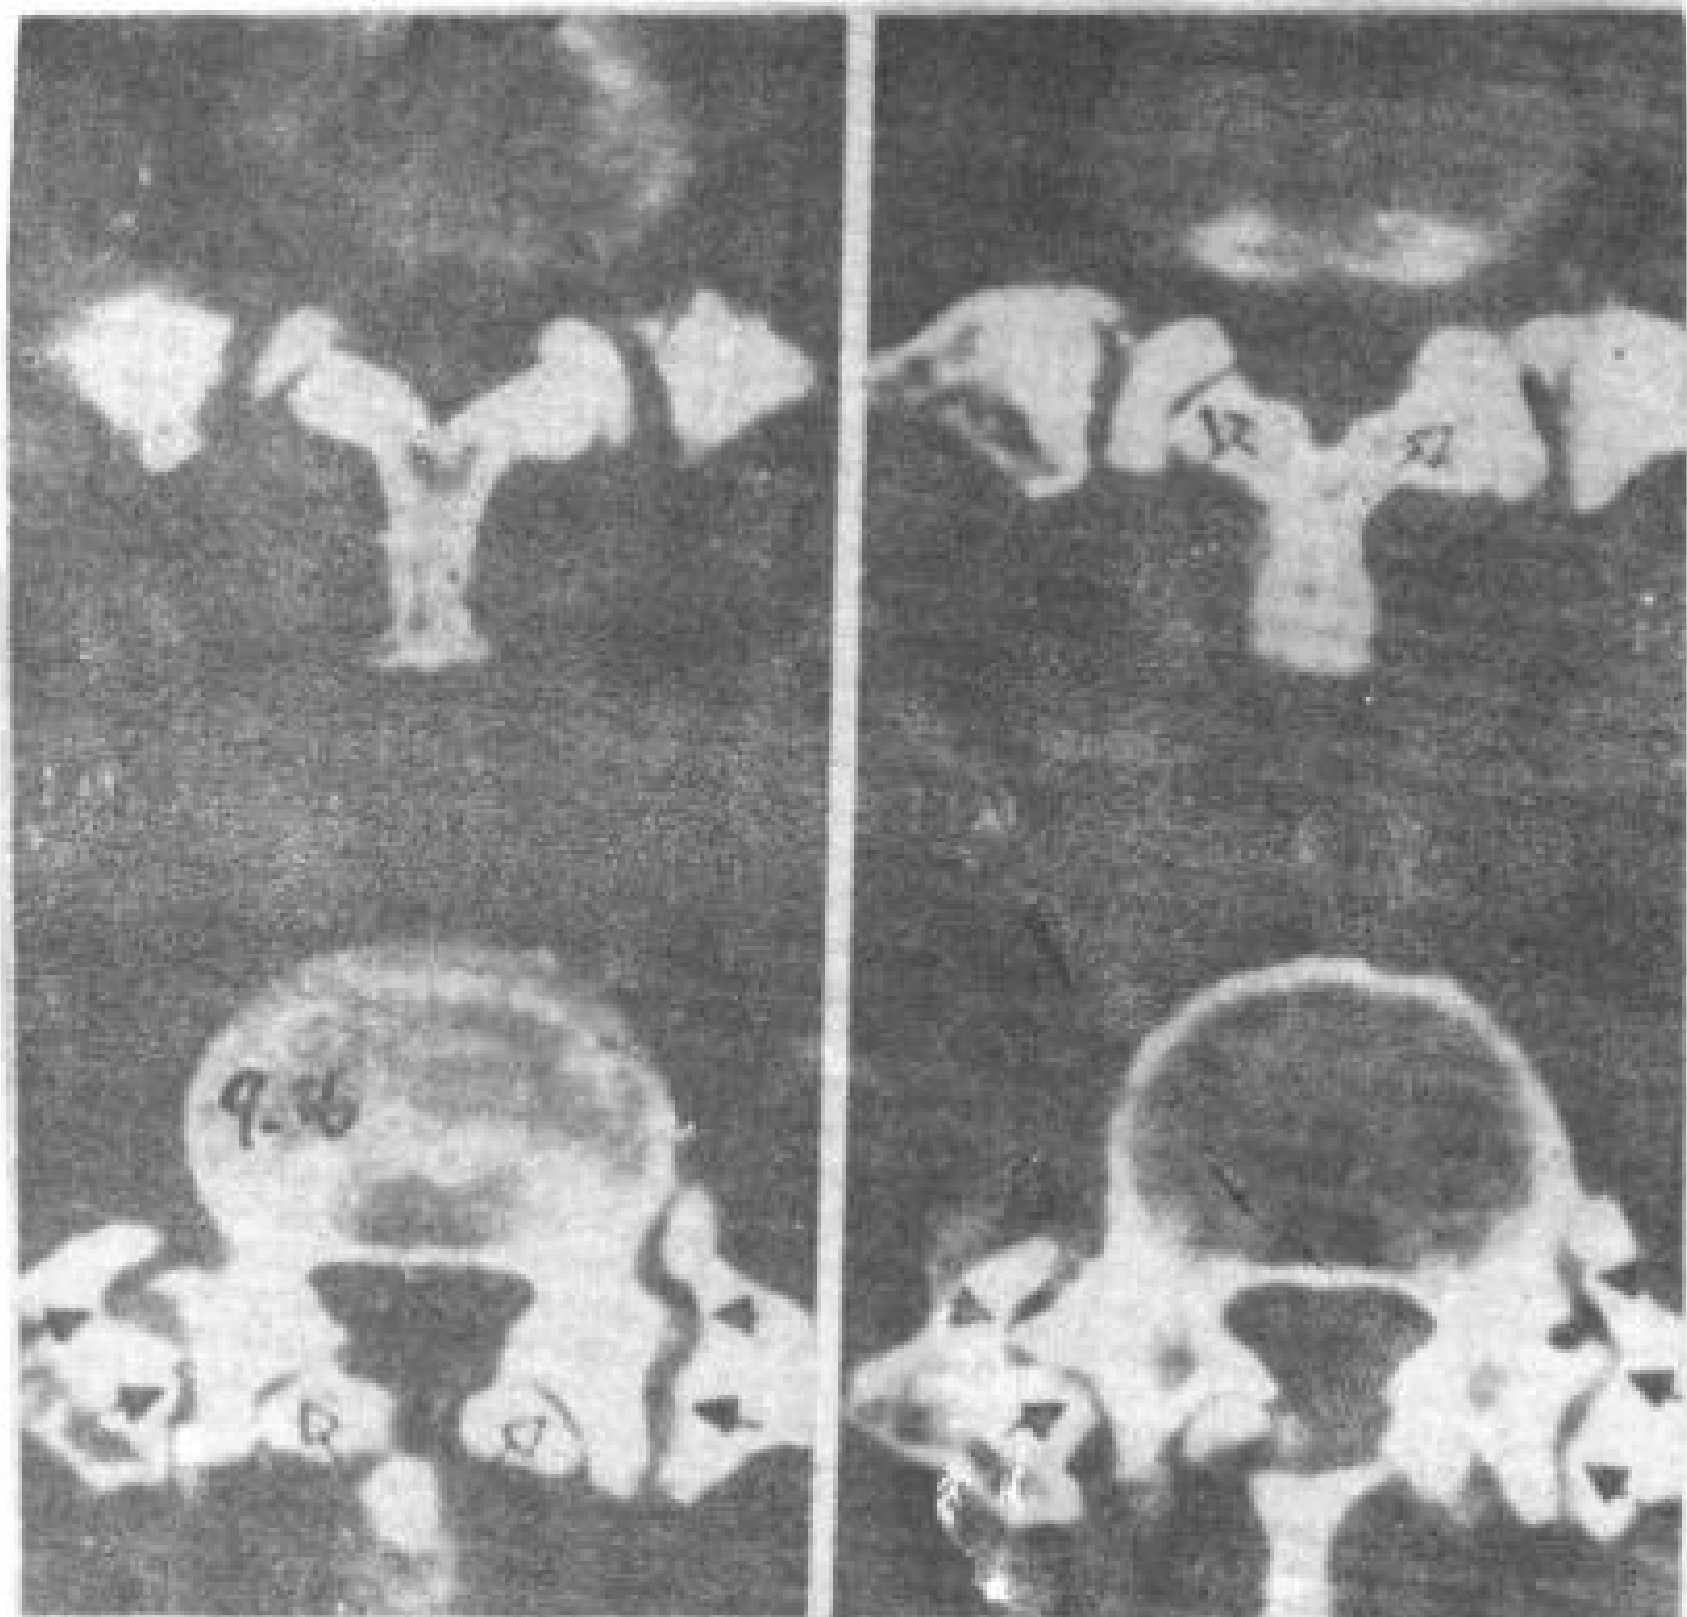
侧融合失败伴有假关节。连续 CT 横断象,显示融合骨与横突之间假关节(双侧)(↑)。假关节有真空现象,关节未融合(↔)。
